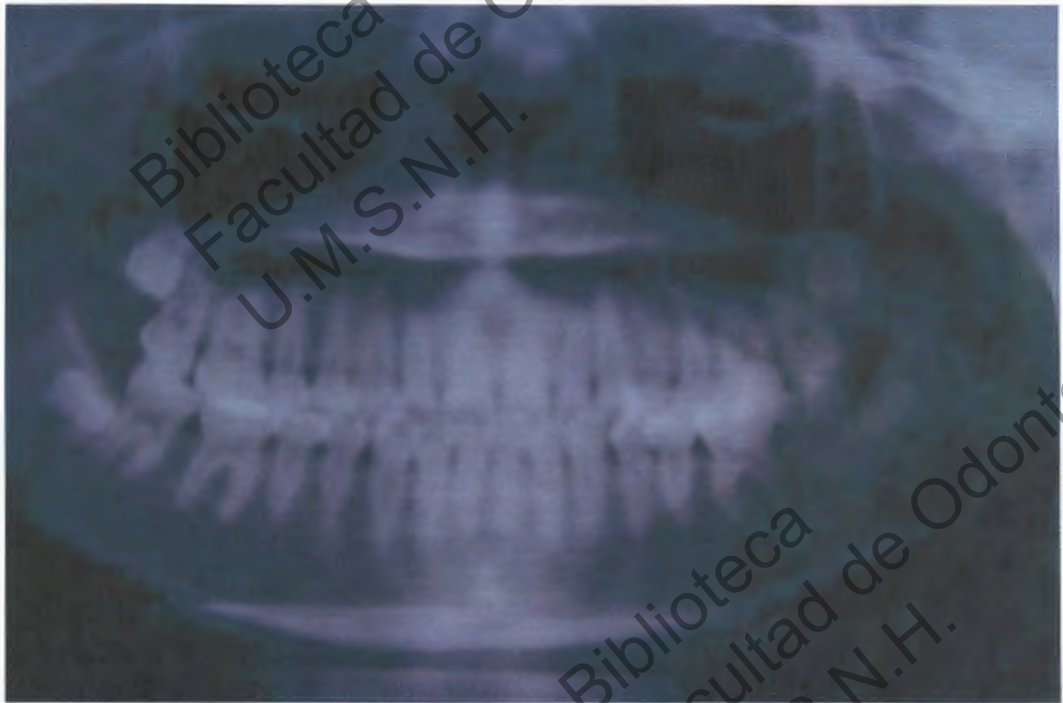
Telerradiografía de perfil y panorámica
